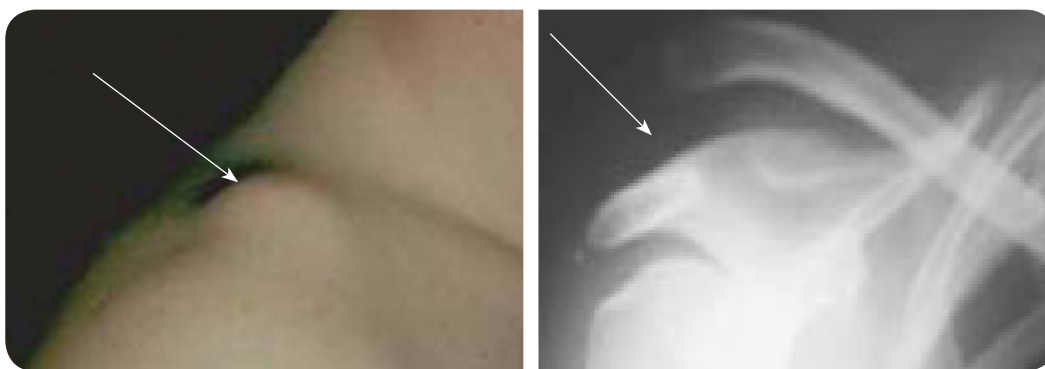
Вигляд та рентгенограма хворого з повним вивихом надплечового кінця ключиці
